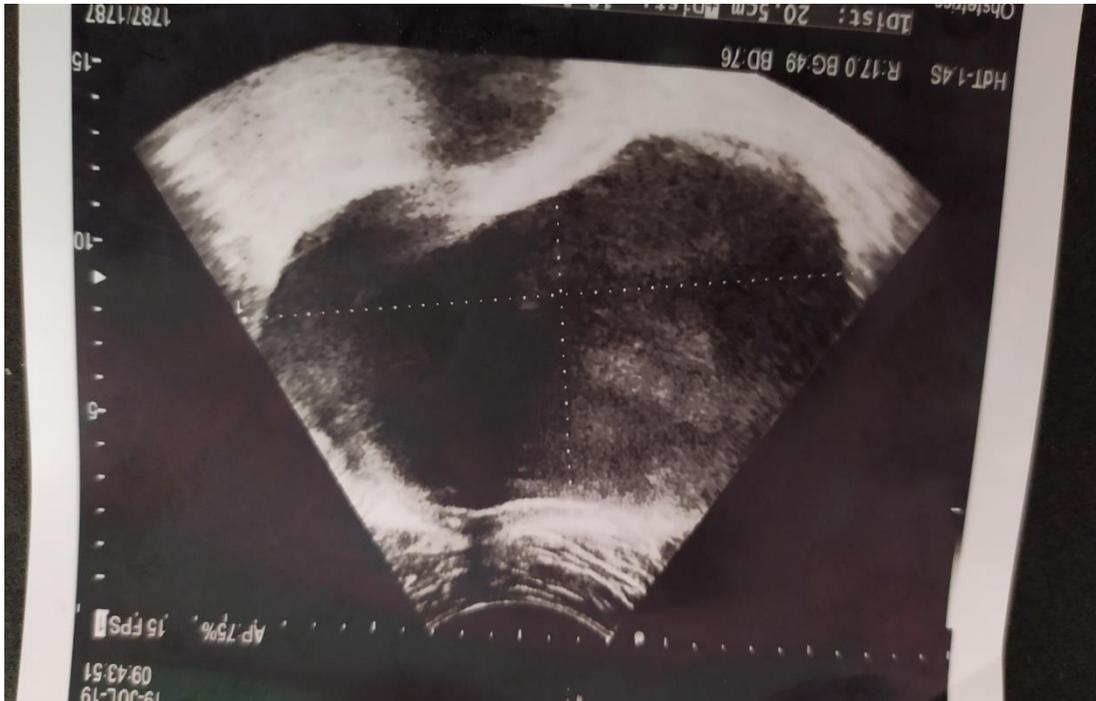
Imagen ultrasonográfica del quiste gigante y embarazo.
